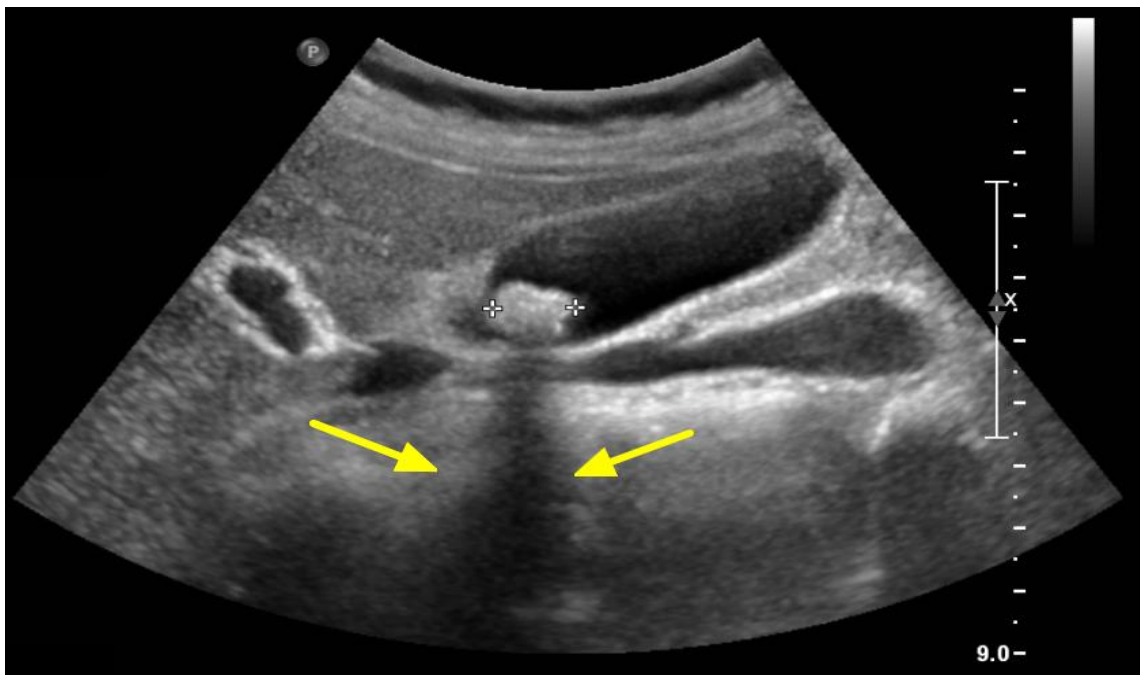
Abdominal Sonography shows a large stone with posterior shadowings (arrows) in gallbladder
